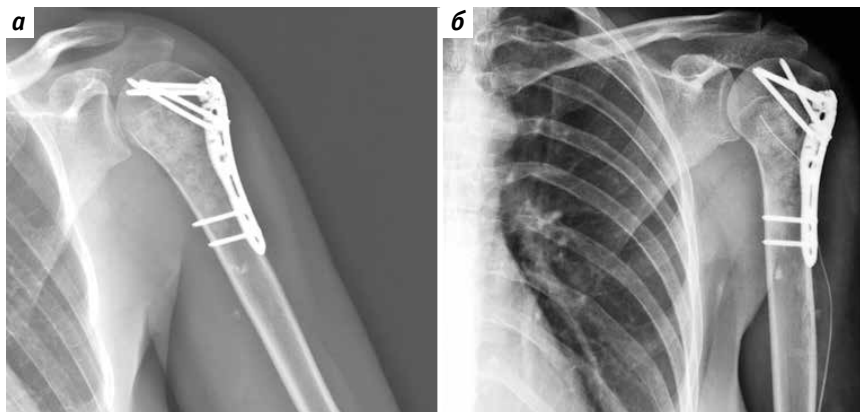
Послеоперационные контрольные рентгенограммы левой плечевой кости пациентки М.: а – с отведенной конечностью; б – с приведенной конечностью
